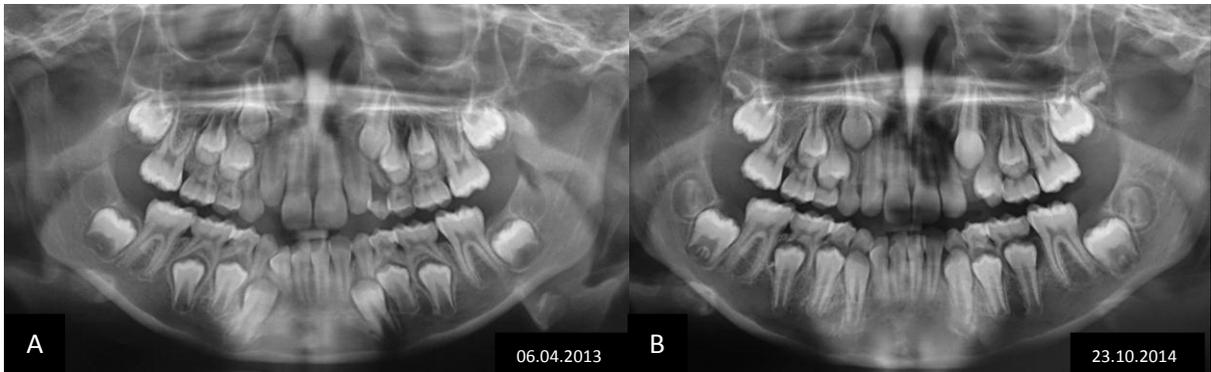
Radiografias panorâmicas: A) inicial e B) final.
